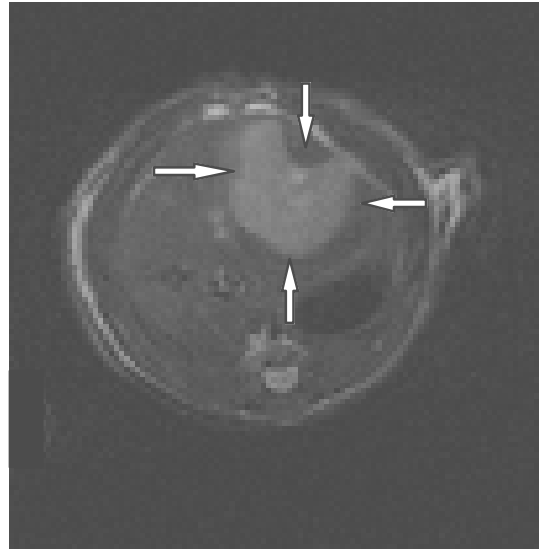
Tumorwachstum nach Applikation von leeren SUV-PEG-Liposomen + Spherex® i.a. (Gruppe 5):
